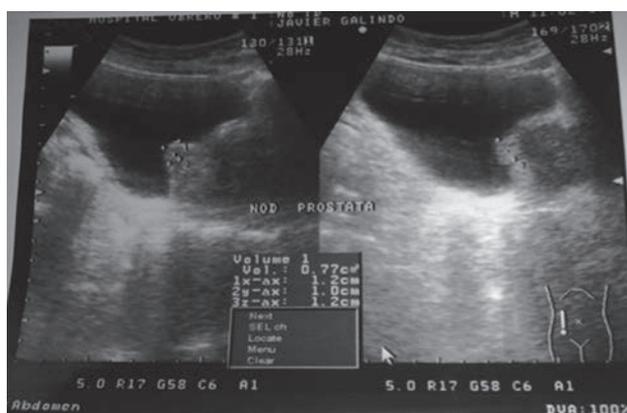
Ecografía prostática que muestra hipertrofia prostática.
